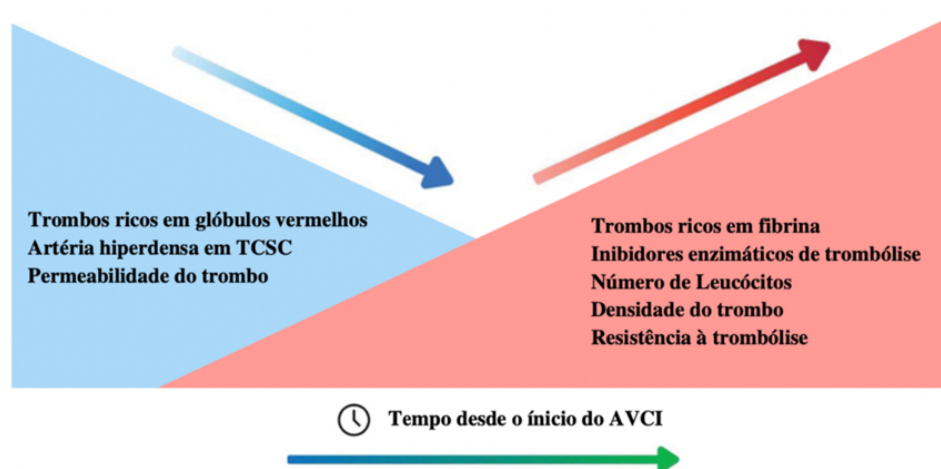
Mudanças dinâmicas dos trombos dependentes do tempo no AVCI. Alterações que o trombo sofre com sua permanência no organismo. A sigla TCSC corresponde à técnica de tomografia computadorizada sem contraste, exame realizado em pacientes com AVCI para observar a oclusão do vaso sanguíneo cerebral que está ocasionando a doença. Fonte: Adaptado de Joundi *et al.* (2021).
